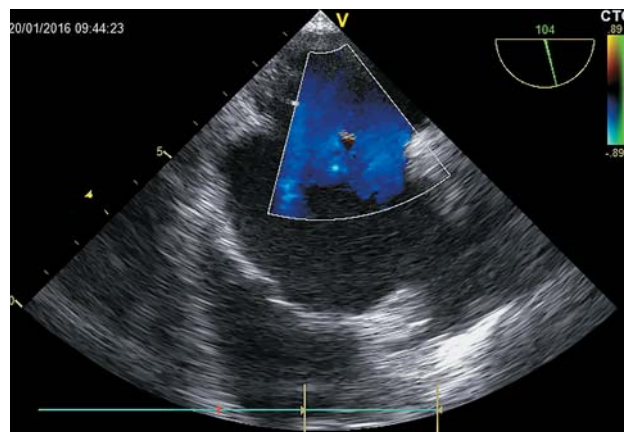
Чреспищеводное эхокардиографическое исследование. При цветовом доплеровском картировании определяются два гемодинамически значимых ламинарных потока через межпредсердную перегородку.
